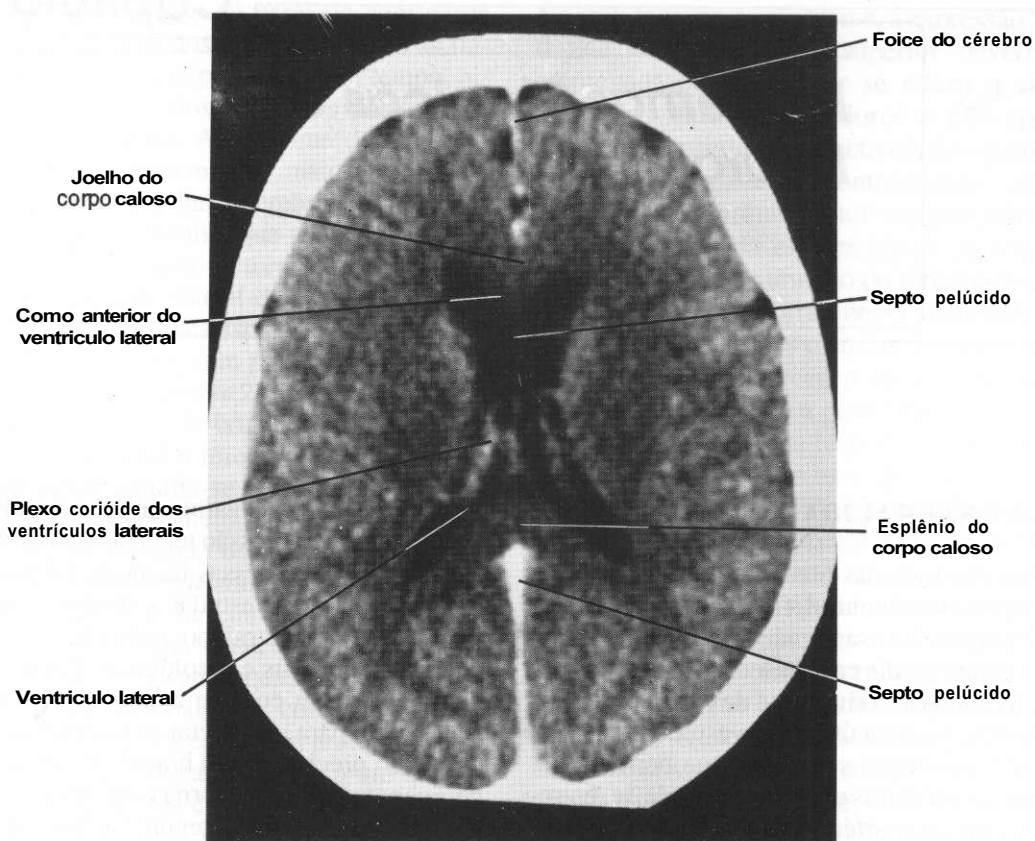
Tomografia computadorizada. Corte horizontal passando pelos ventrículos laterais. (Gentileza do Dr. José Antônio Rodrigues.)
